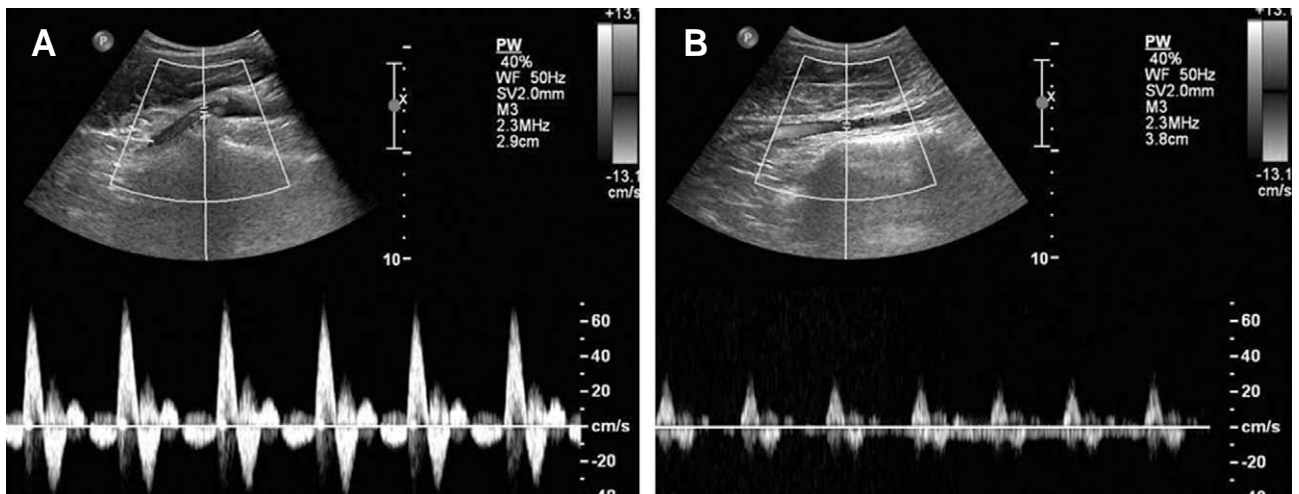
(A-B) Doppler ultrasonography in the popliteal arteries. Increased peak blood flow in the leg with the tumor (A, left side) is demonstrated compared with the other leg (B, right side).
